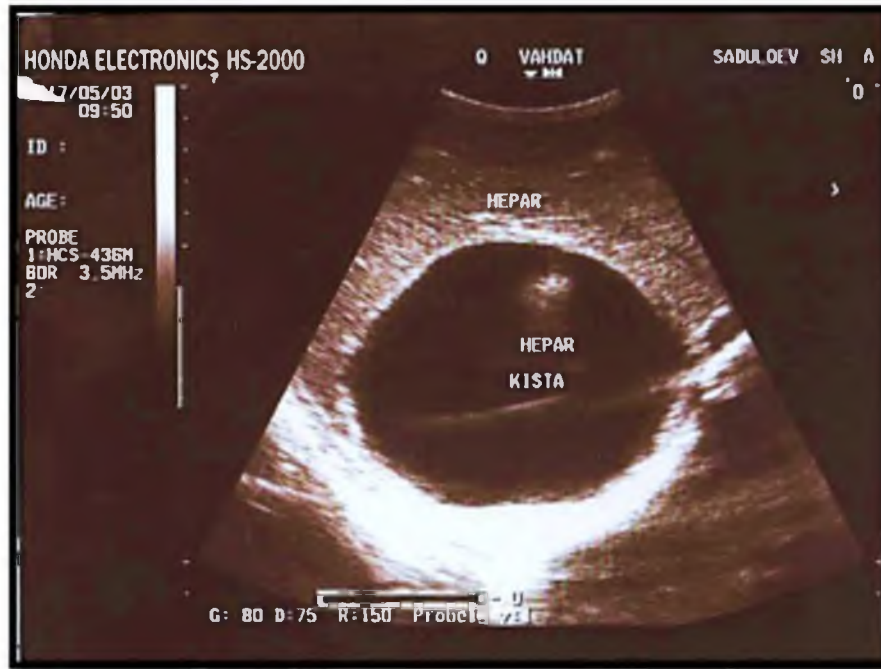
УЗИ. Эхинококковая киста печени CL1 типа по ВОЗ
